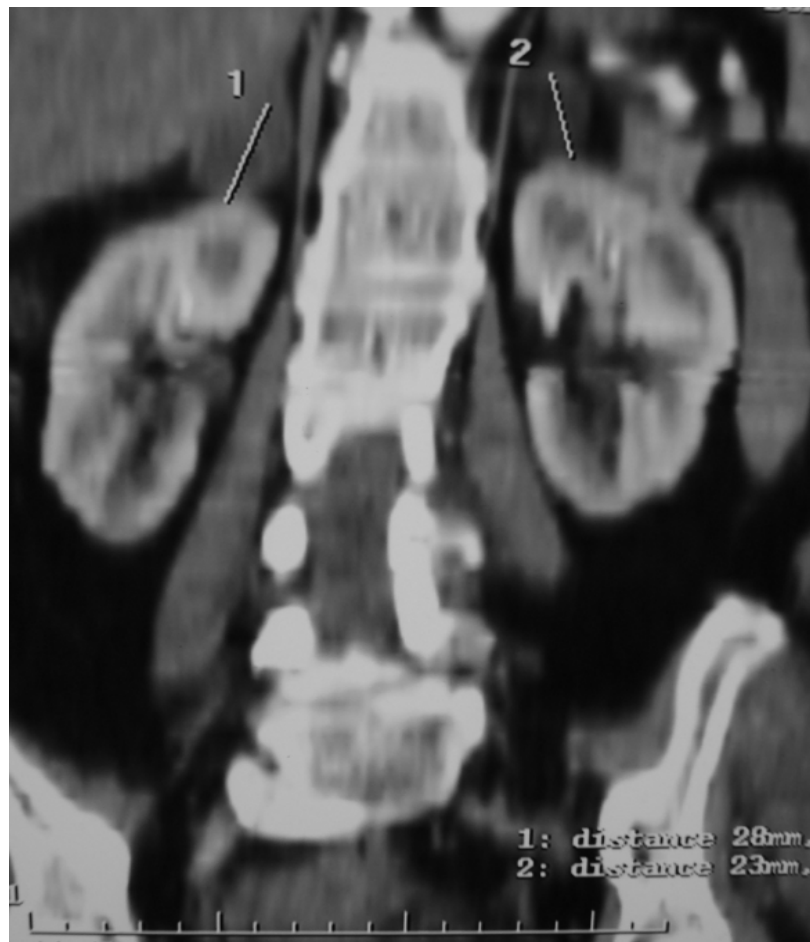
image de TDM reconstituée montrant des IS bilatéraux
